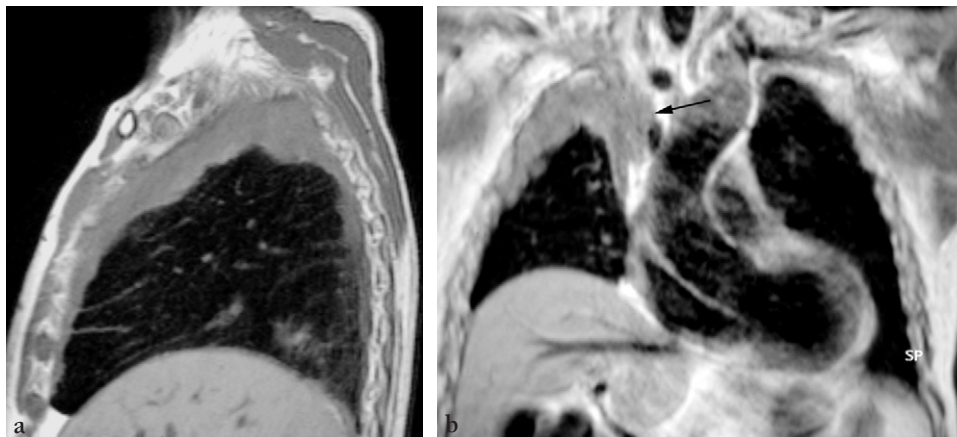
Coupes IRM sagittale sans injection de produit de contraste (a) dans le cadre du bilan d'un mésothéliome montrant un épaississement pleural de plage homogène en isosignal aux muscles de la paroi et prédominant au niveau de la moitié supérieure de l'hémithorax droit. La coupe IRM frontale avec injection de produit de contraste (b) montre un rehaussement de signal homogène de cet épaississement pleural avec envahissement médiastinal interne (flèche).
